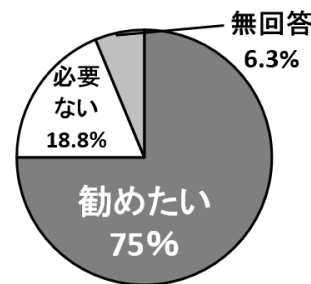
パノラマX線写真にて骨粗鬆症が疑われた患者に骨密度測定を勧めたか(n=32)
